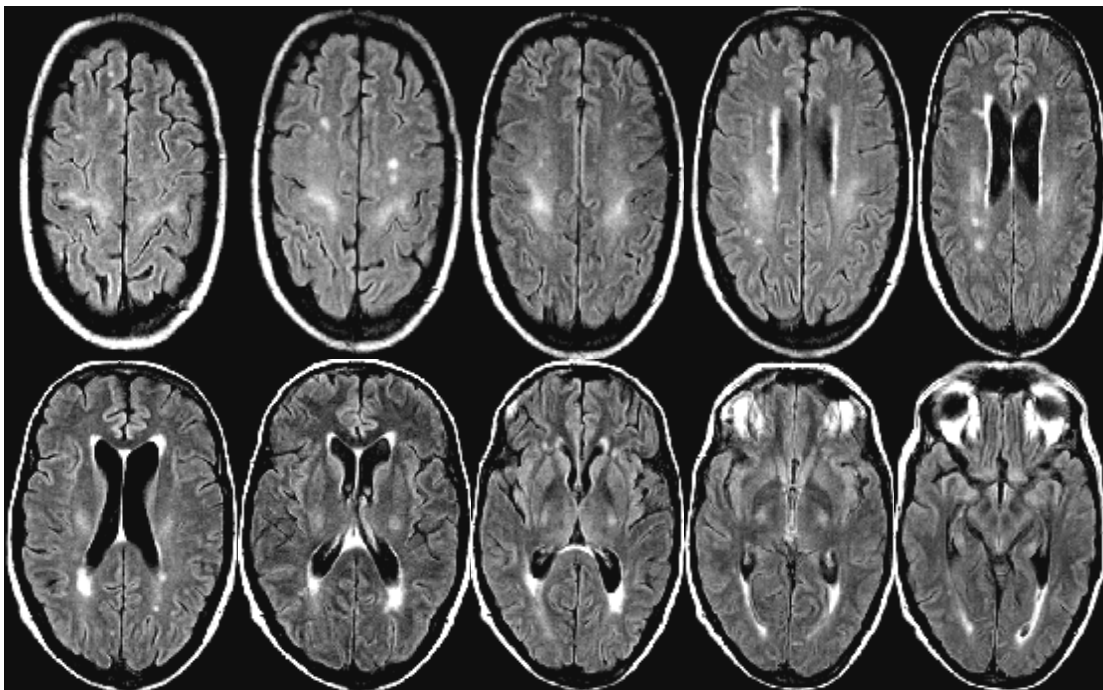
Resonancia magnética cerebral con secuencia T2-FLAIR.
